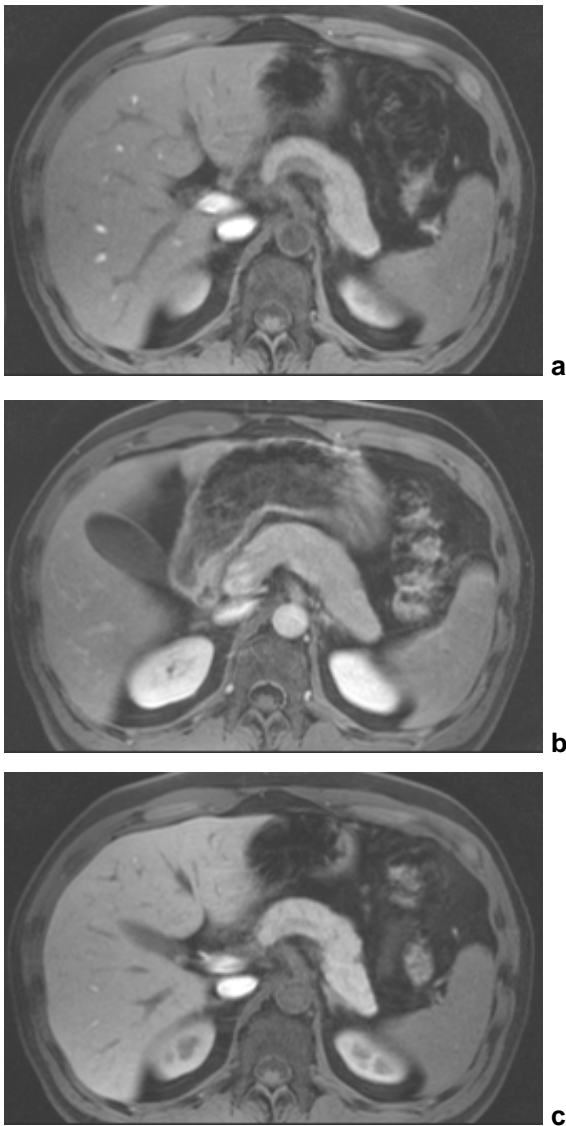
(a): Kernspintomographische Aufnahmen des Pankreas (a): Konventionelles natives transversales MRT-Bild in Höhe des ersten Lendenwirbelkörper (b) MRT-Bild nach Gadoliniumgabe. Es lässt sich an der Erhöhung der SI erkennen, dass Gadolinium in das Pankreas und die Nieren einströmt. (c) MRT-Bild nach Mangafodipirgabe. Man erkennt einen höheren Kontrast des Pankreas und der Leber gegenüber dem umliegenden Gewebe. Beide kontrastmittelgestützte Abbildungen zeigen eine gleichmäßige Anreicherung des Kontrastmittels im Pankreas.
